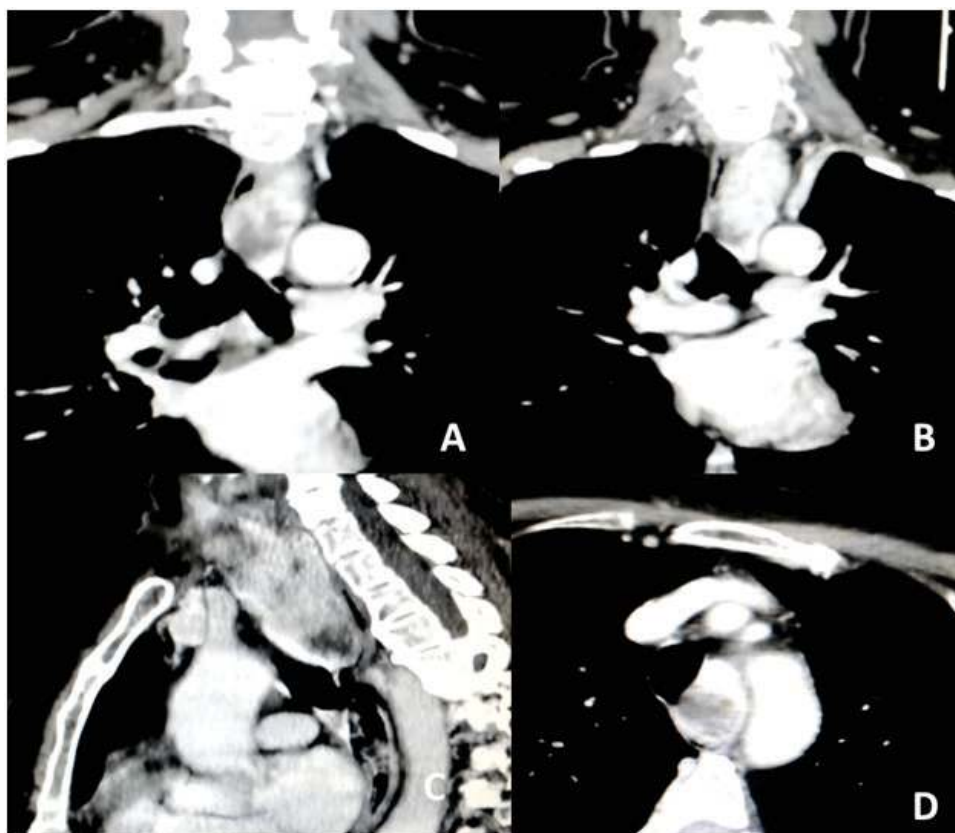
Tomografia de tórax com contraste - A e B - cortes coronais evidenciando extensão do lobo esquerdo pelo mediastino posterior até altura da carina traqueal. C - corte sagital. D - corte axial.
